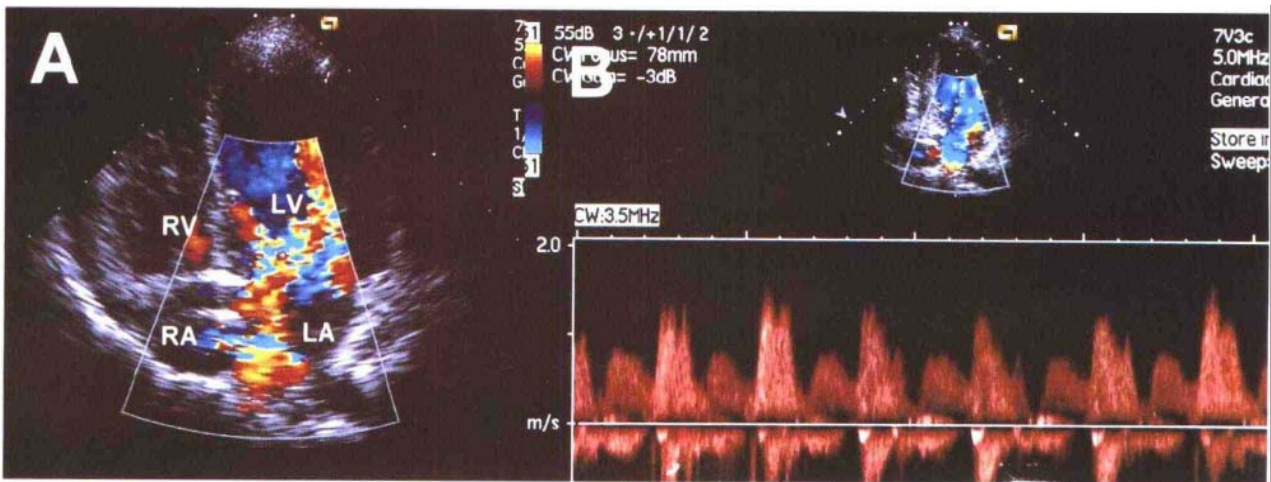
左心三心房心的多普勒超声心动图
